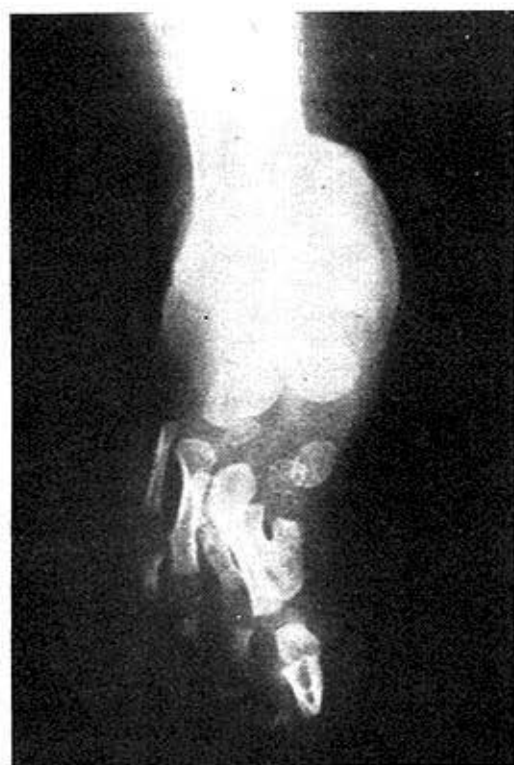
Radiografía del pie derecho.
